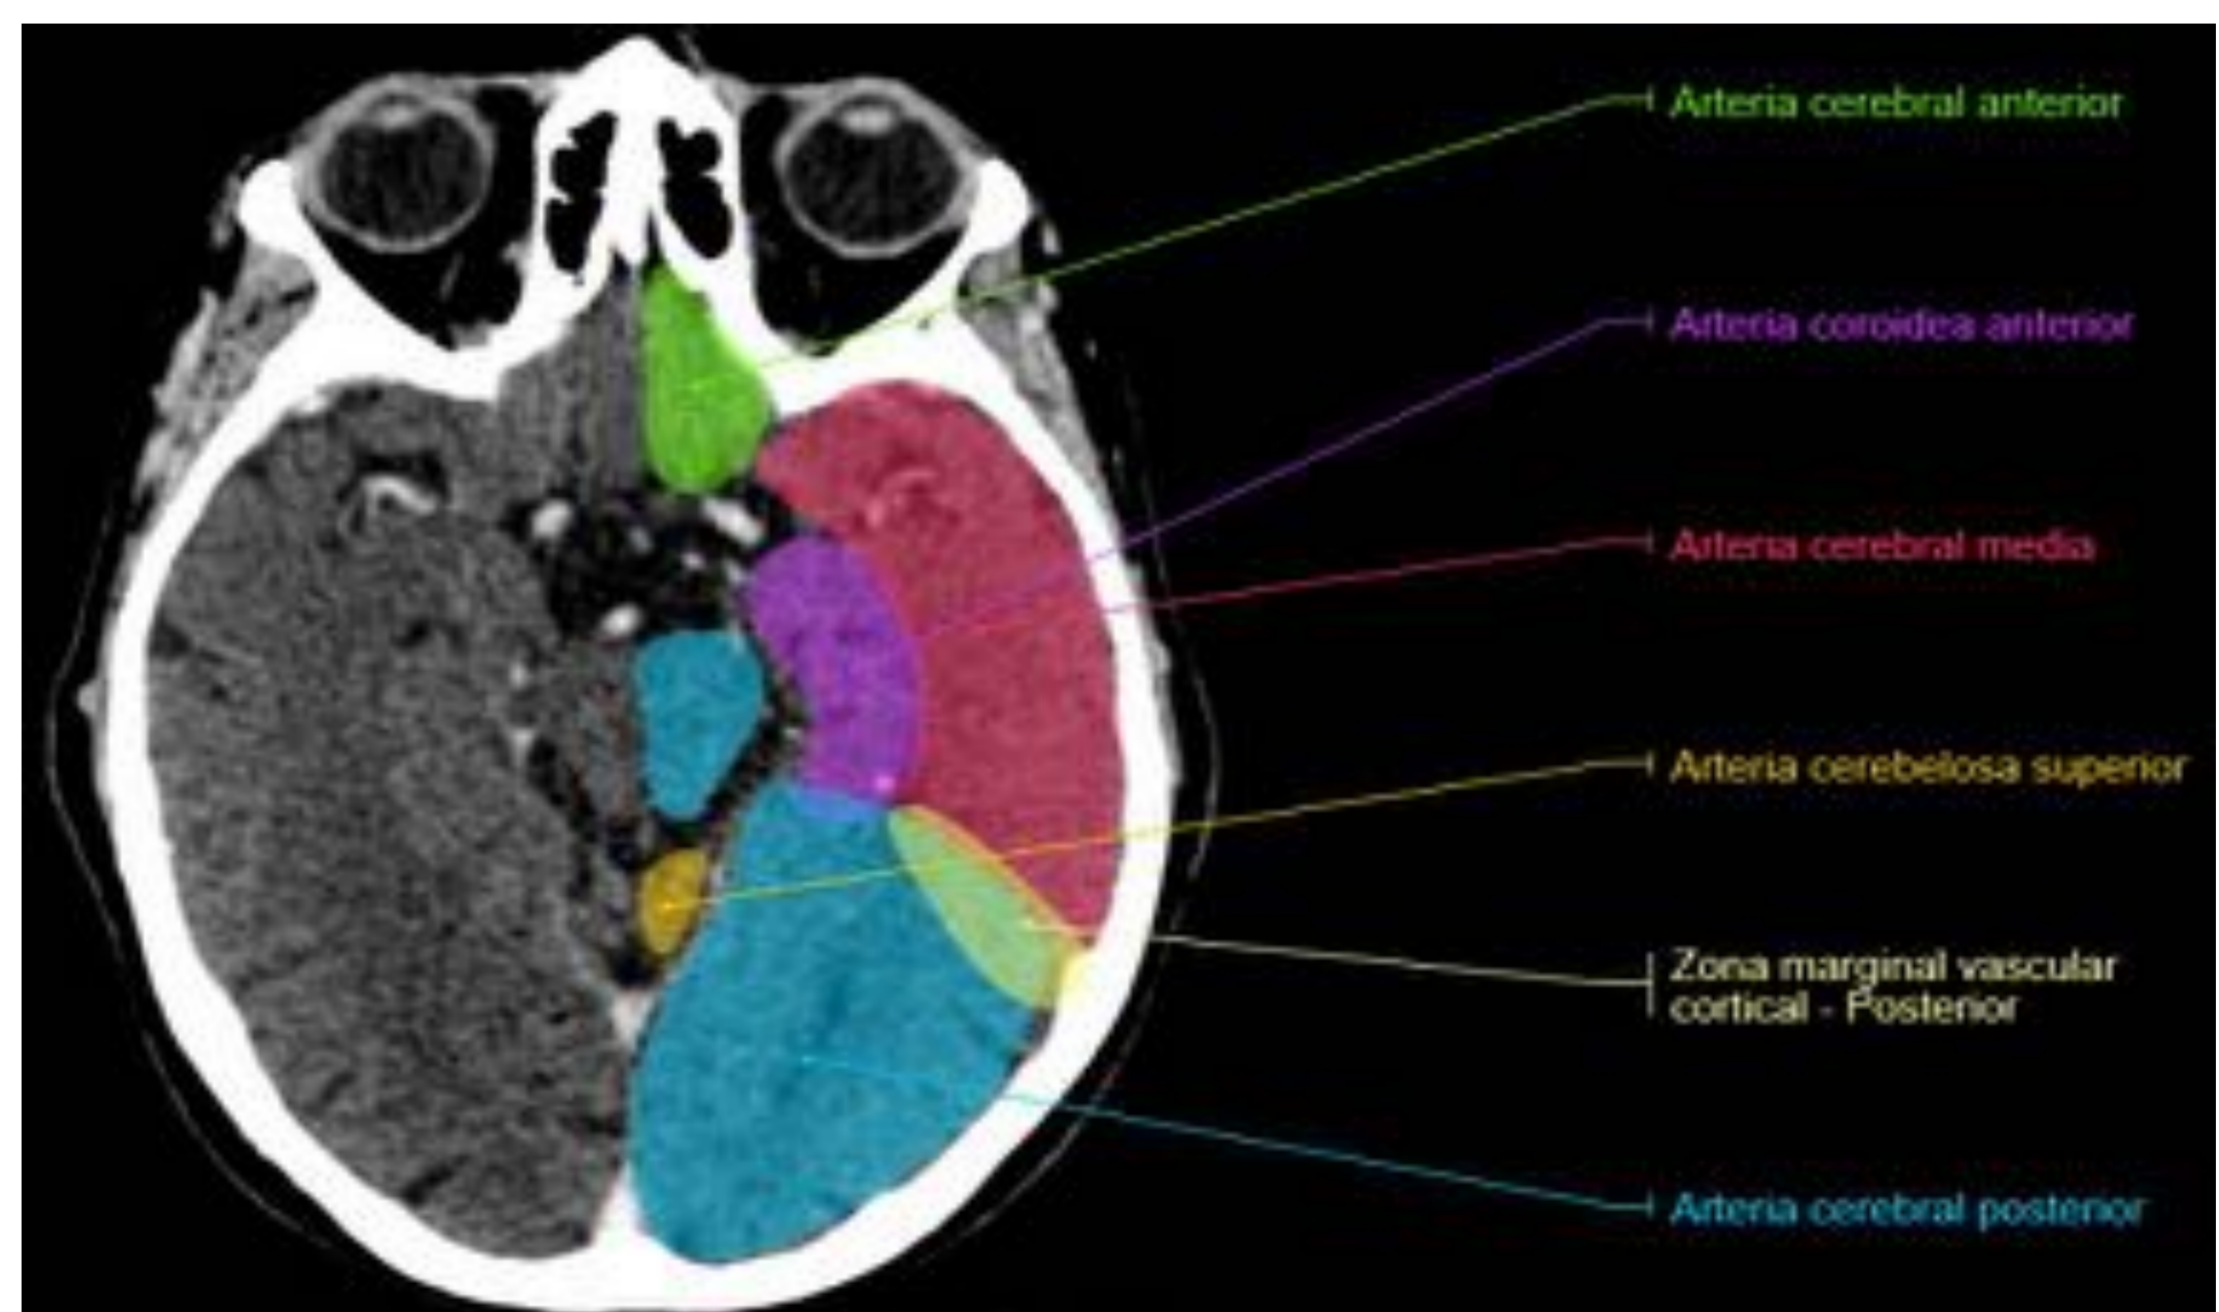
(corte axial TC): en color azul se muestra el territorio de la ACP, en color morado el de la arteria coroidea y en color amarillo el de la arteria cerebelosa superior.
